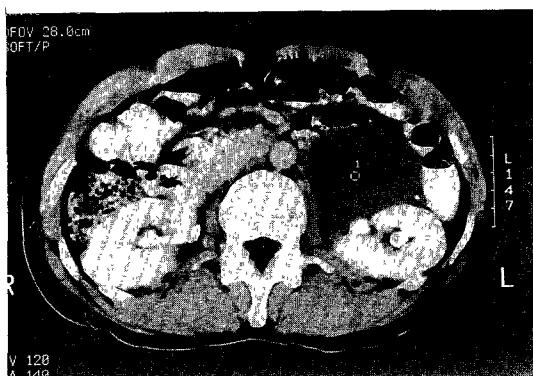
Abdominal CT scan shows  $10 \times 8 \times 8\text{cm}$  sized, well demarcated cystic mass on anterior aspect of left kidney.
